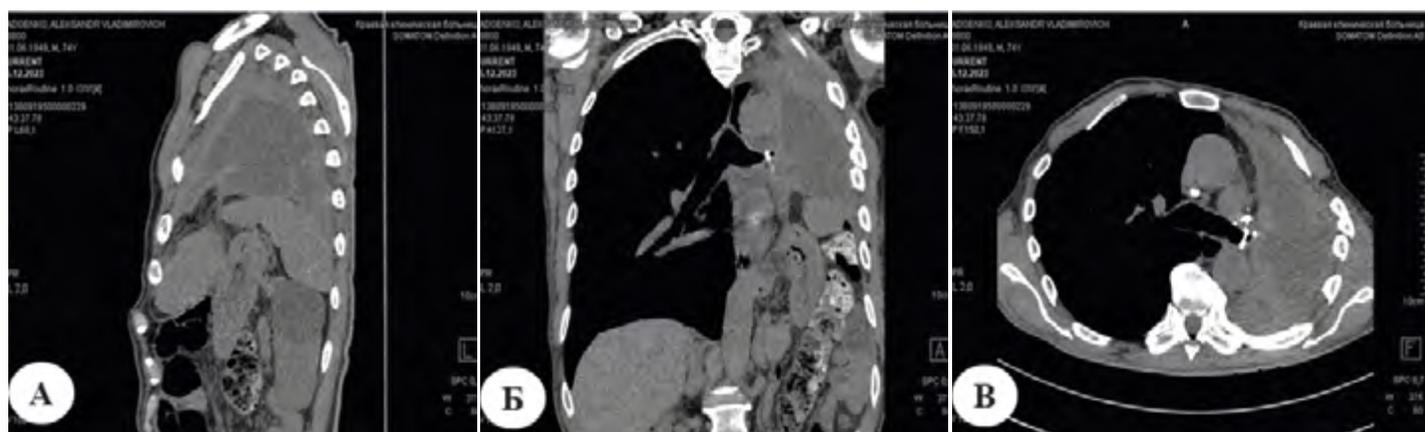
МСКТ органов грудной клетки. А – сагитальная плоскость; Б – коронарная плоскость; В – аксиальная плоскость.
